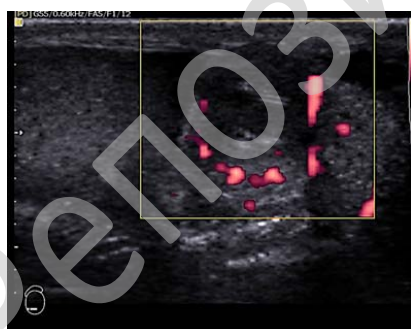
Данные УЗИ патологического очага яичка
